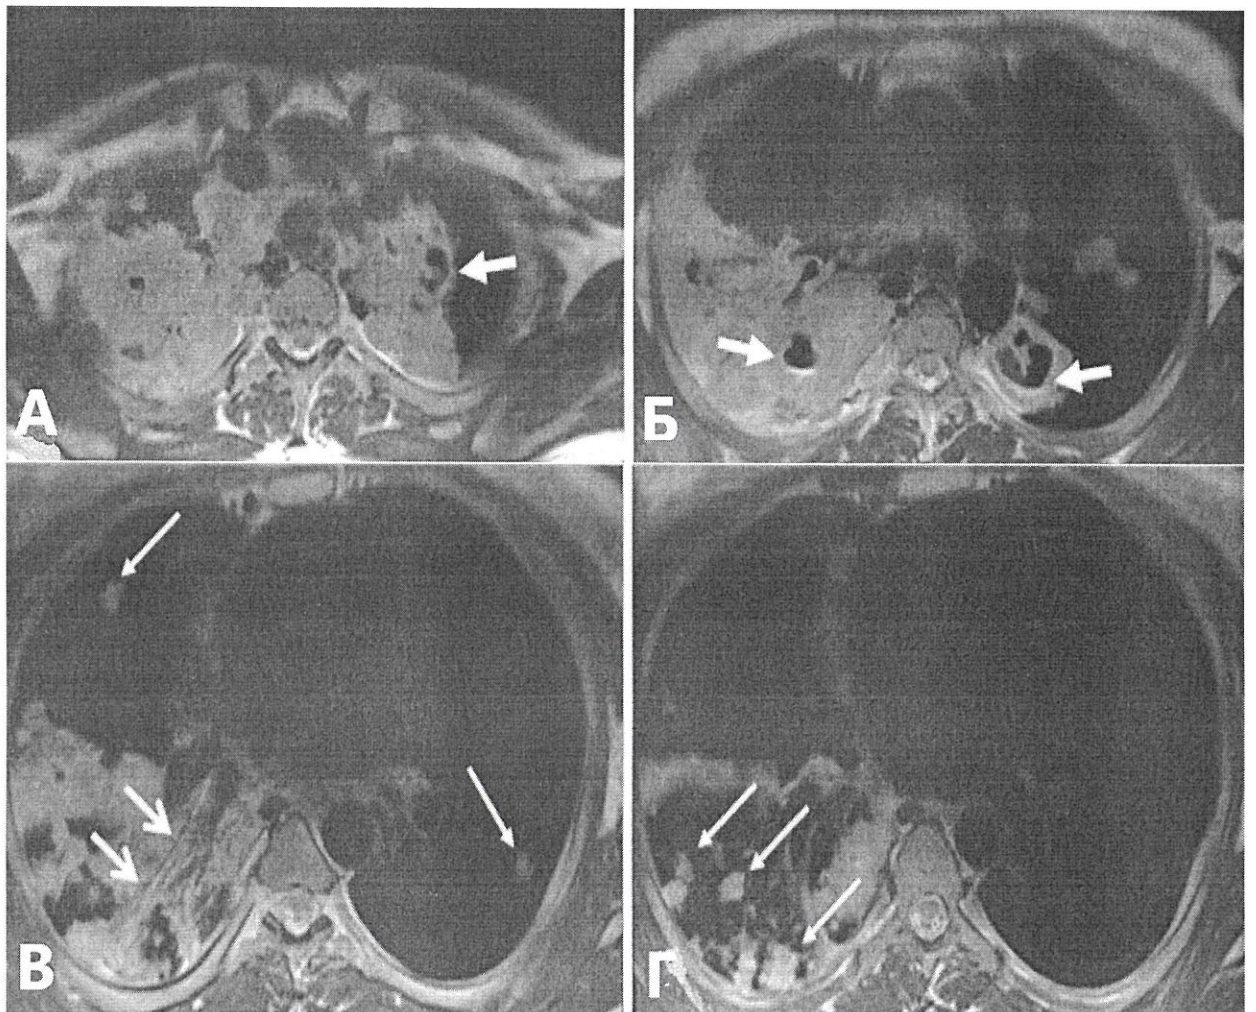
МРТ легких в аксиальной проекции, женщина 21 год, туберкулез легких. На аксиальные T2-ВИ отмечаются кавернозные полости с максимальным размером 18x13x11 мм, внутри без уровней жидкости (стрелка в (А)) и с небольшими уровнями жидкости (стрелка в (Б)). Также определяется бронхограмма, отек стенок бронхов (короткие стрелки на (В)) и более мелкие дольчатые уплотнения (длинные стрелки на (В) и (Г))
